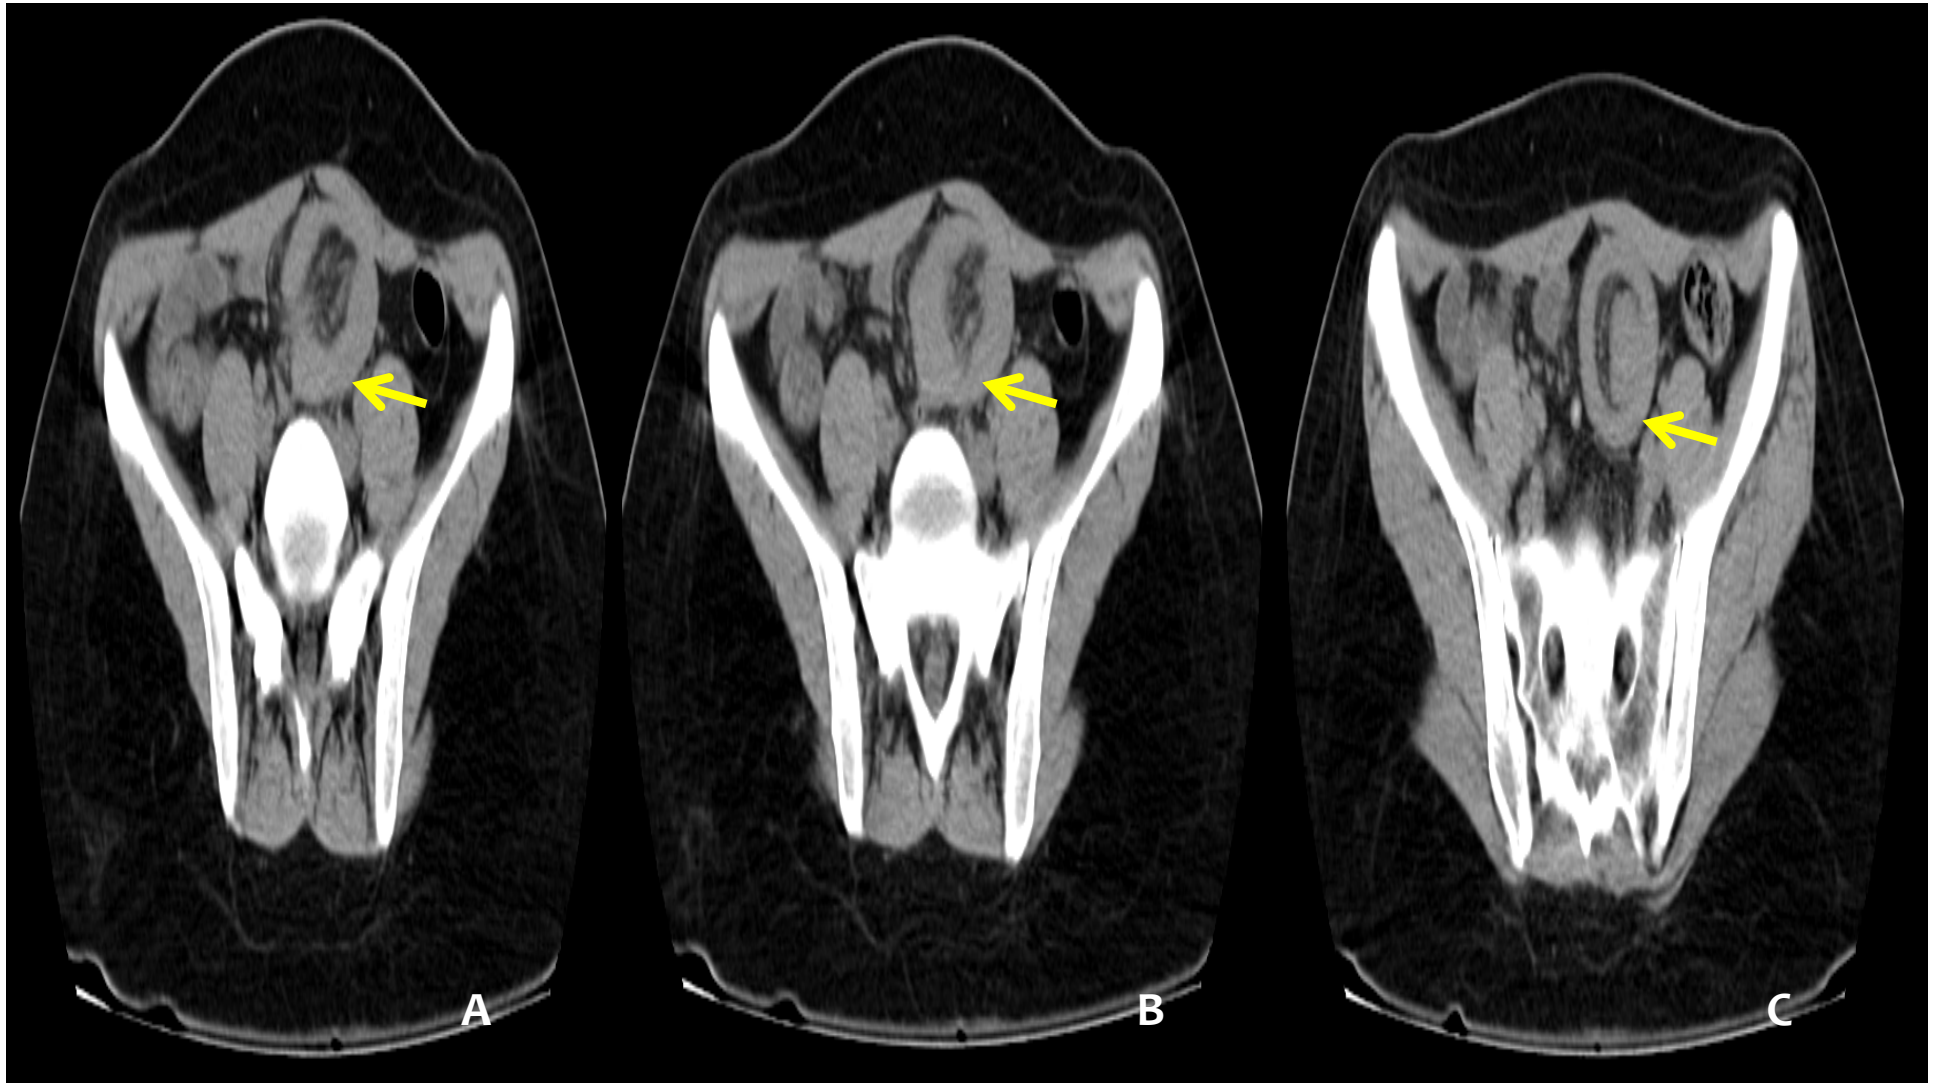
TAC de abdomen (16 slices) que muestra la T invaginada. A y B) imagen en pseudotumor. C) Signo del Target.
